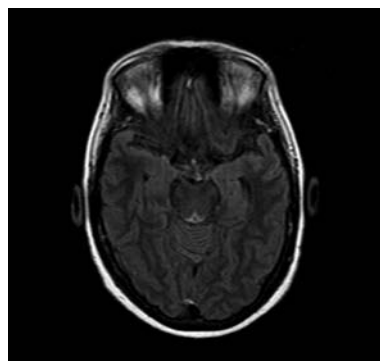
Encefalopatía de Wernicke. RM plano axial FLAIR. Obsérvese señal incrementada a nivel de los tubérculos cuadrigeminales.
